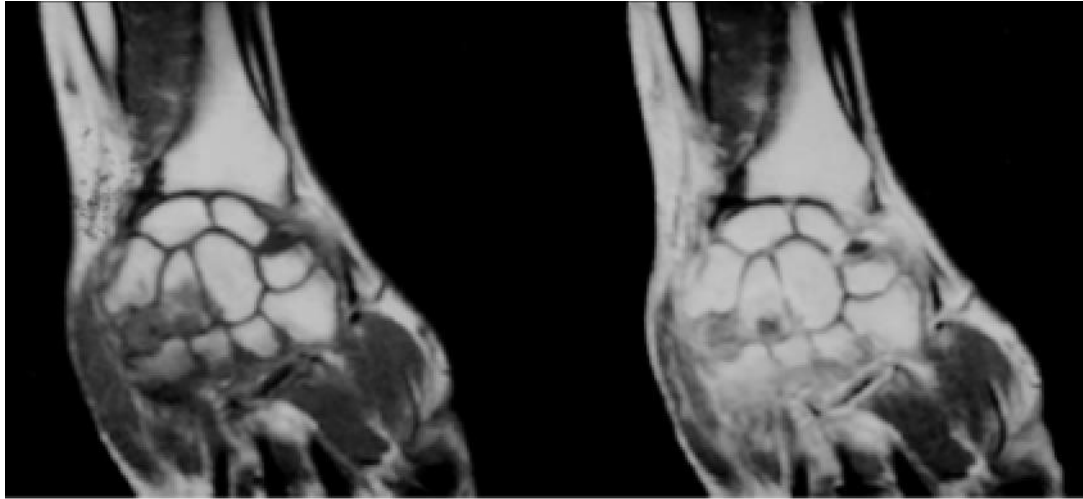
Aspect compatible avec un ostéoblastome sur IRM : lésion hypo-intense T1 de l'apophyse unciforme et de la partie distale de l'hamatum. Prise de contraste hétérogène après injection du gadolinium [102].
